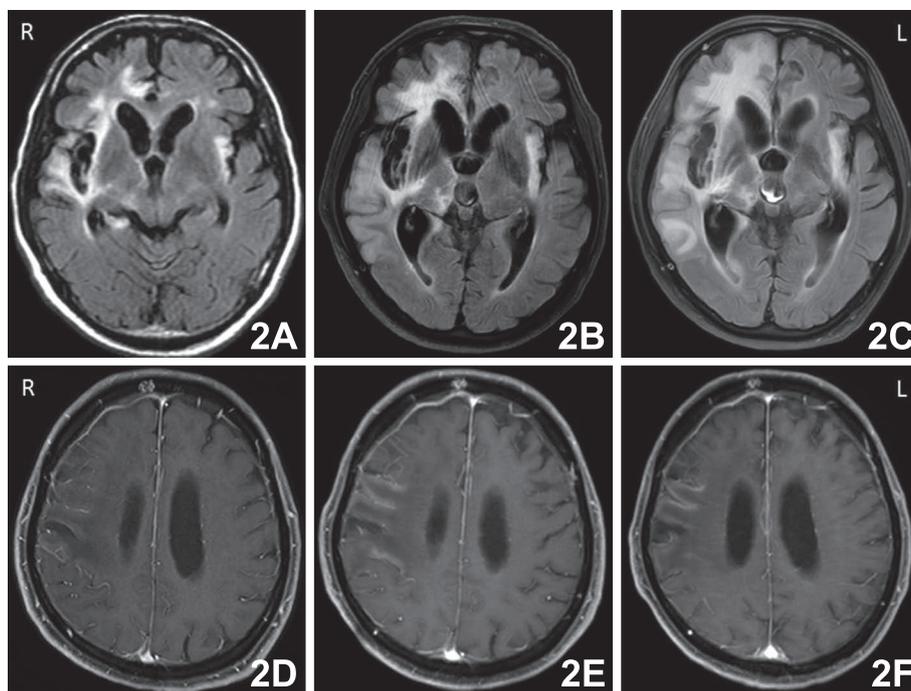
The findings of brain MRI.
